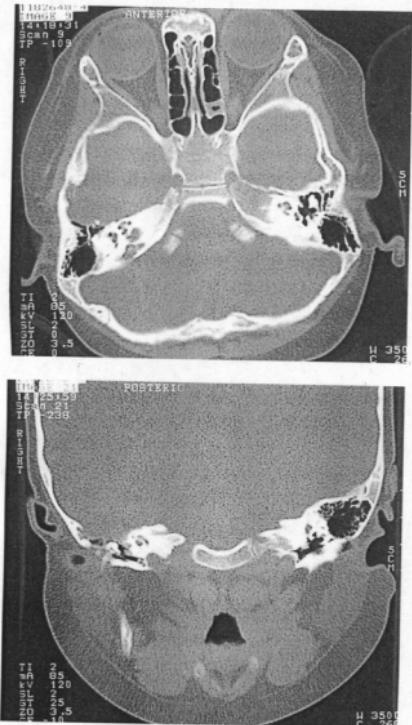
Axial and coronal image of CT scans after chemotherapy shows marked resolution of soft tissue density of petrous apex, mastoid and tympanic cavity.
